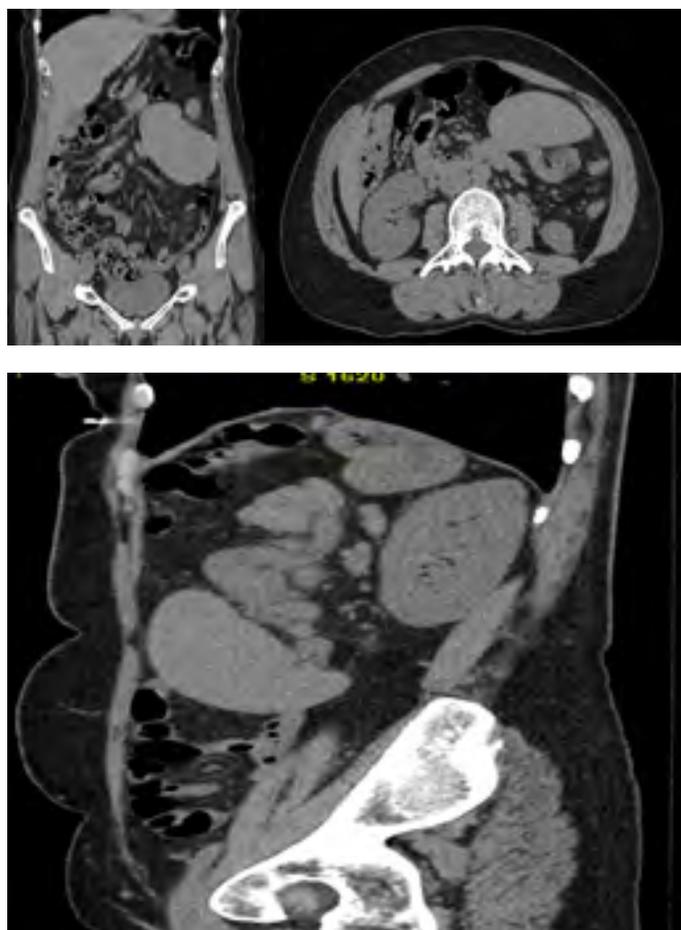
КТ диагностика заворота селезенки
